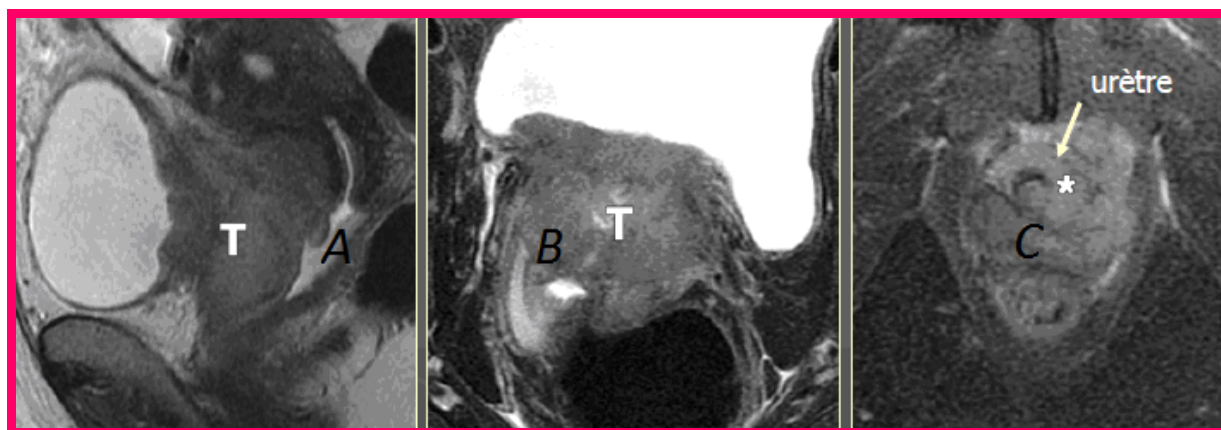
IRM coupe (A) Sagittal T2 Axial, (B) T2 FS Axial, (C) T2 FS
